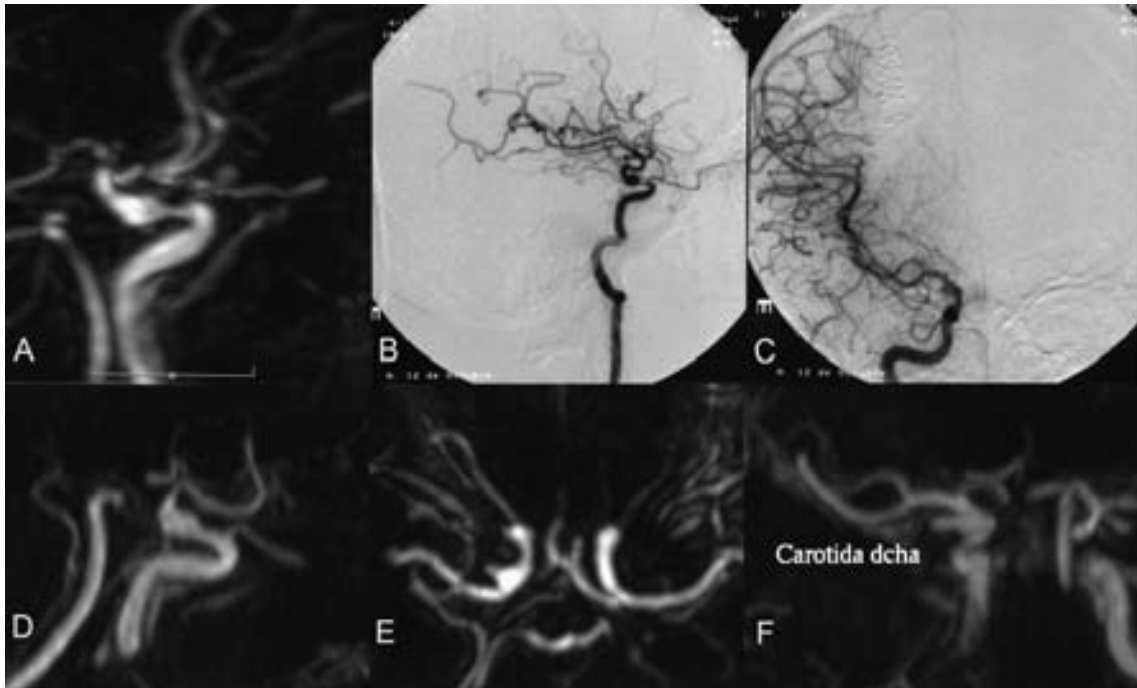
Angio-RM(A) que muestra importante estenosis de la carótida derecha asociada a dilatación post-estenótica concéntrica. Angiografía cerebral en proyección lateral (B) y AP (C) que muestra estenosis de la carótida derecha con dilatación postestenótica. En la proyección AP se muestra pequeña formación sacular en la cara lateral. Angio-RM una semana más tarde en proyección sagital (D), axial (E) y coronal (F) que muestra aumento importante de tamaño de la formación sacular en la cara lateral de la carótida derecha, manteniéndose la dilatación concéntrica de la misma.
